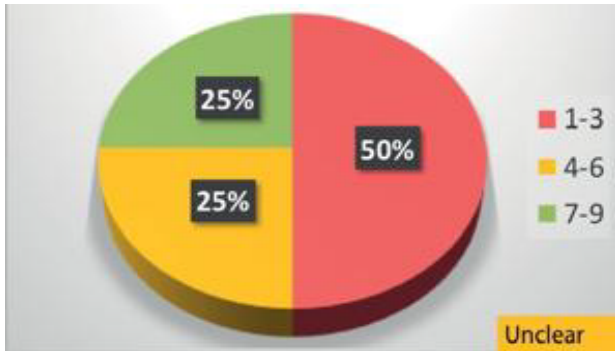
Delphi: 在 RARS 的诊断中: 如果内镜结果异常, 在急性发作期间 (或之后不久) 是否需要进行鼻窦 CT 检查?
